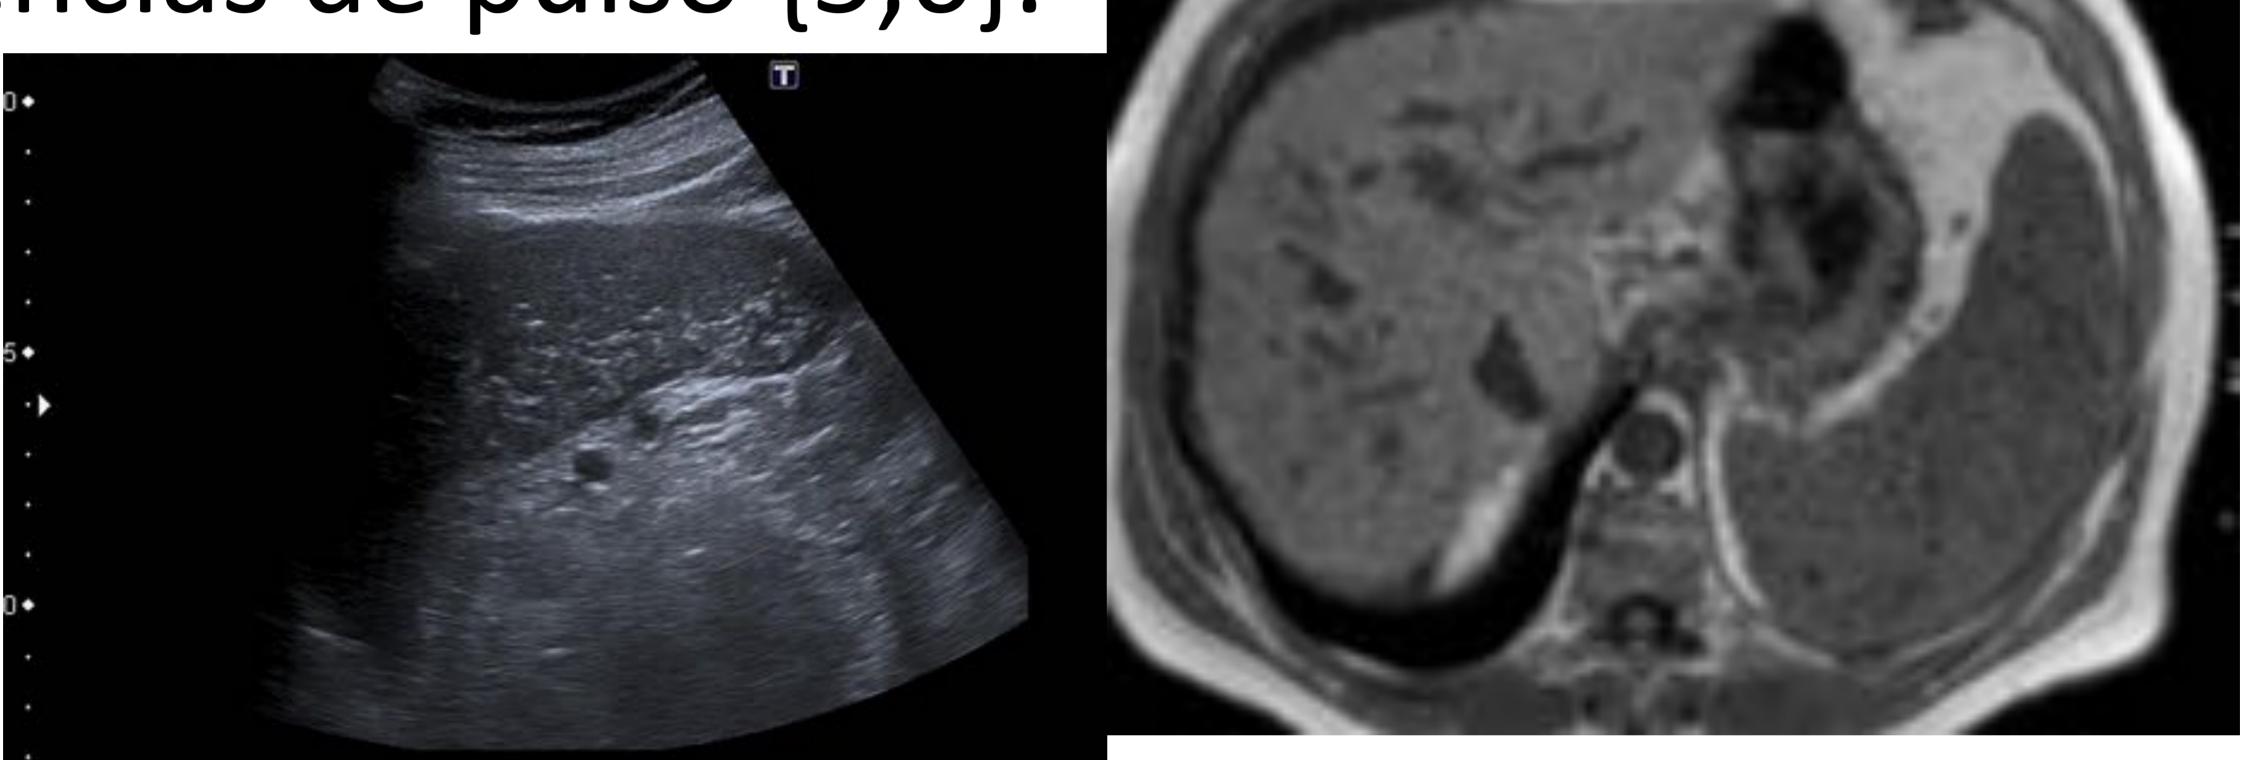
Nódulos sideroticos. Imagen ECO y RM (T2W)
